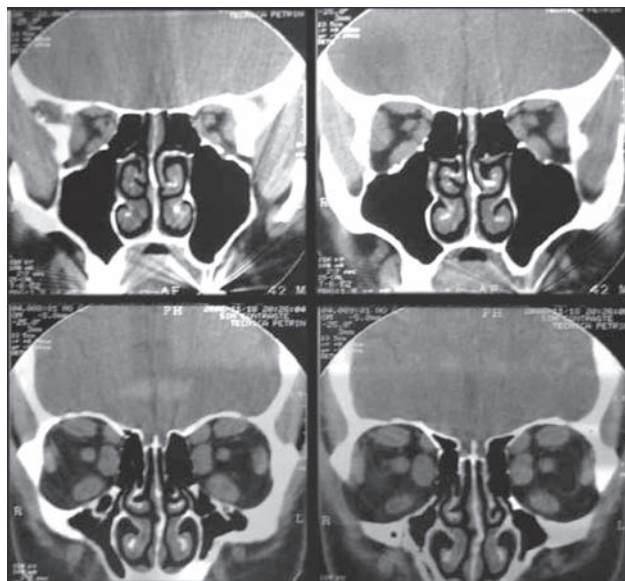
TC scan coronal mostrando el engrosamiento de todos los músculos extraoculares.
